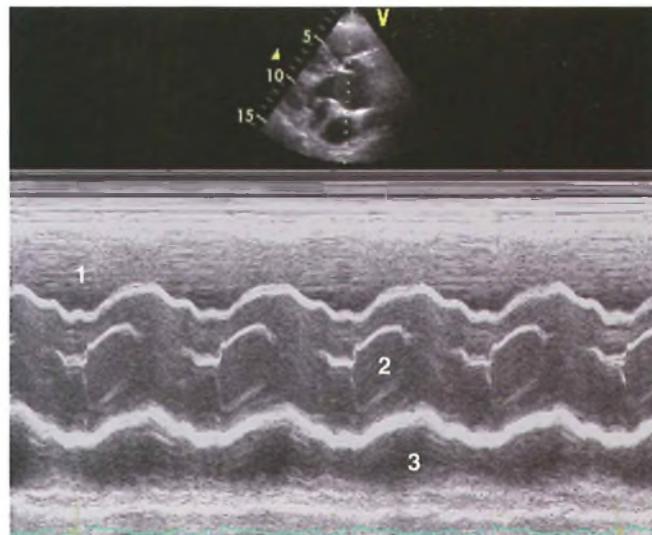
Ecocardiogramma normale: sono apprezzabili la cavità ventricolare destra (1), il bulbo aortico con la caratteristica immagine a scatola (2) di due delle tre cuspidi semilunari aortiche e la cavità atriale sinistra (3).
